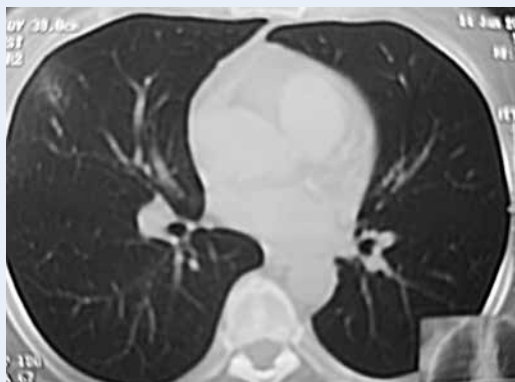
Бронхопневмония в С5 справа. КТ, легочное окно; участок малых размеров, плотный в центре и меньшей плотности легочной паренхимы в окружности.
